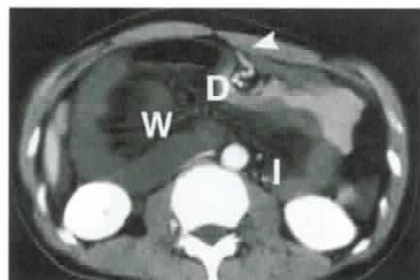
Hérnia paraduodenal direita – tomografia computadorizada com contraste mostrando alças de intestino delgado herniadas através da fossa de Waldeyer (W), localizada atrás da artéria mesentérica superior (ponta da seta), logo abaixo da porção transversa do duodeno (D). I=íleo.²
